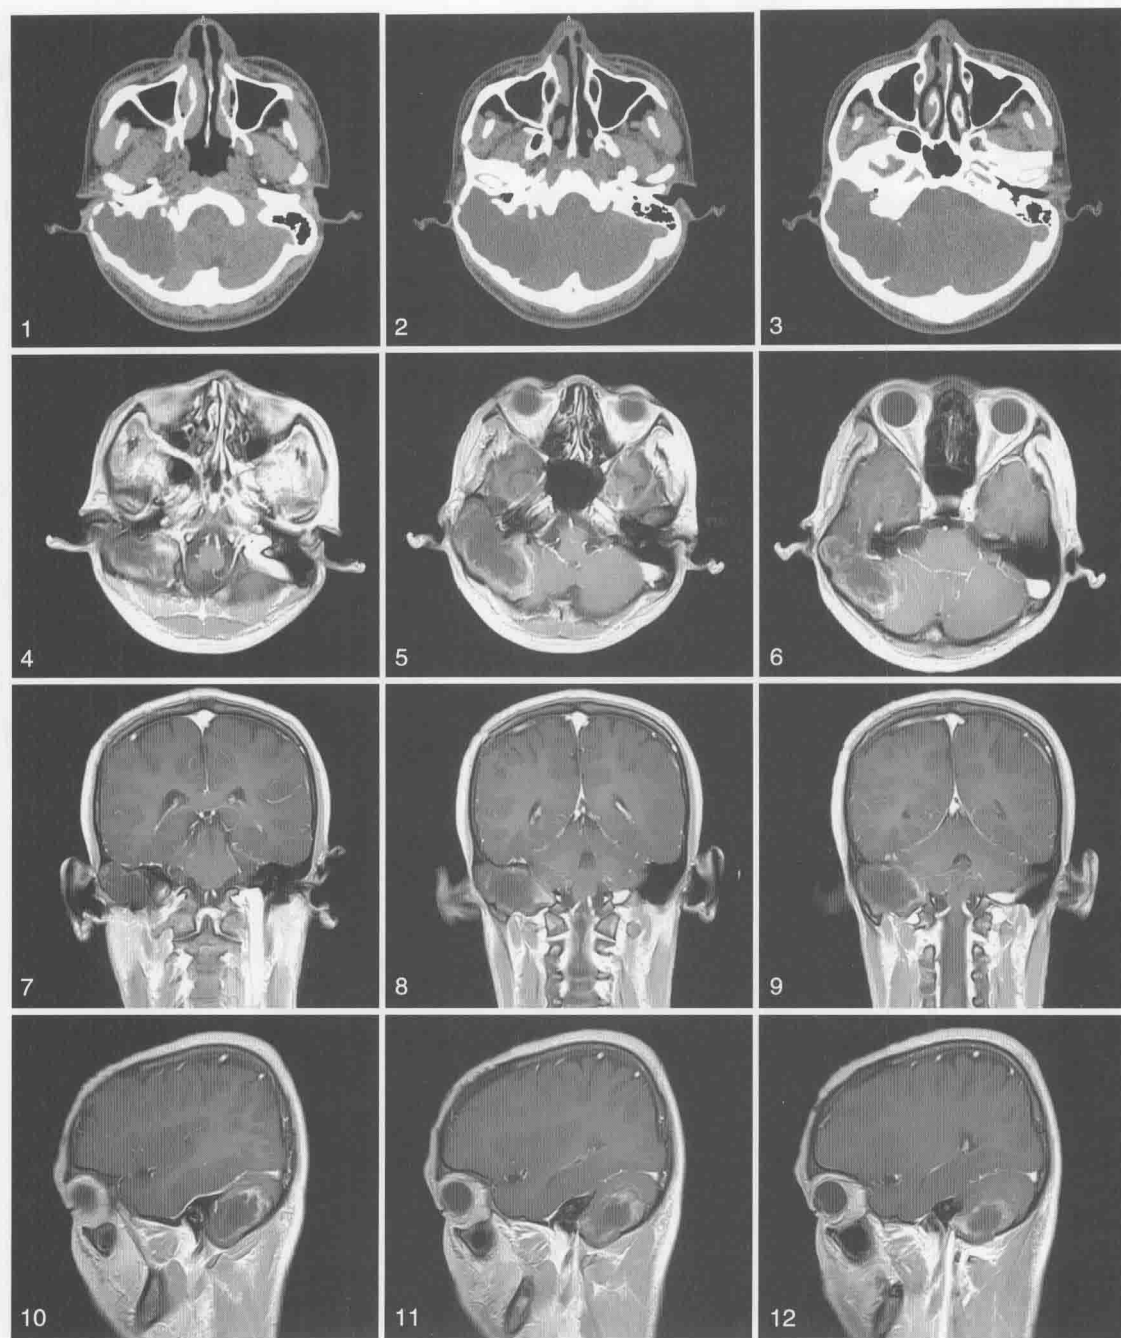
1~3. CT 平扫软组织窗横断位; 4~12. T₁WI 增强横断位、冠状位、矢状位
